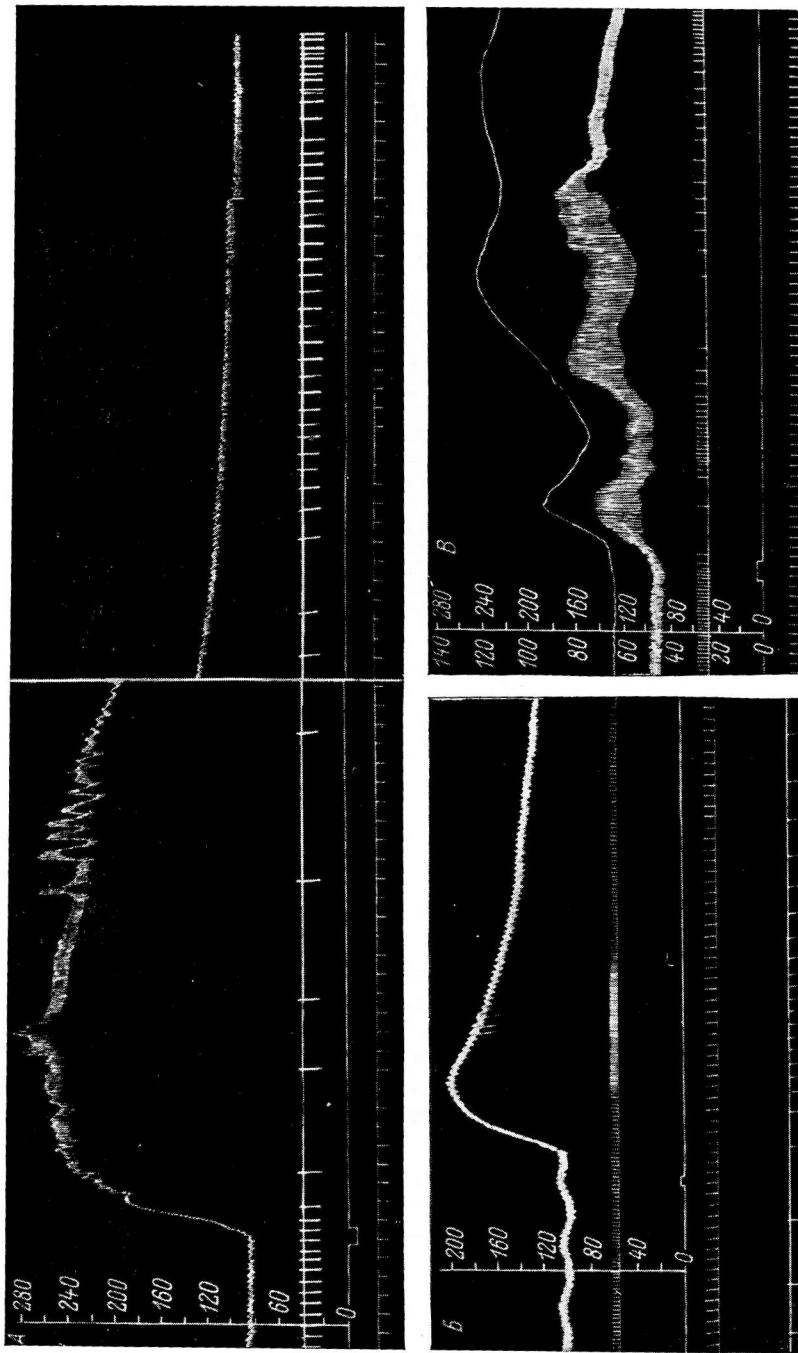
Изменение артериального давления и тонуса перфузируемых вен при введении в кровь адреналина.
